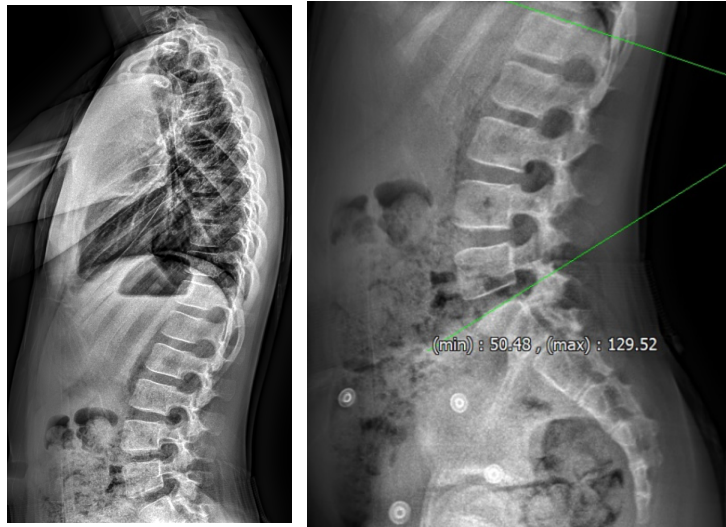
Lumbar spine lateral view X-ray image of patient after Chuna manual therapy on 21th May 2024.
